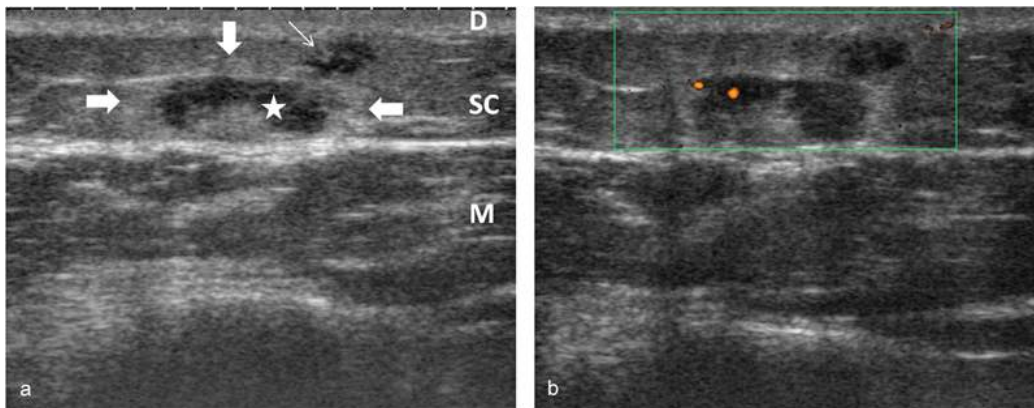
Kyste épidermoïde rompu. Jeune femme de 18 ans, nodule connu de longue date, mais récemment modifié et douloureux depuis une semaine. Coupe axiale, sans (a) et avec Doppler énergie (b). Formation superficielle polylobée (astérisque) raccordée au derme (flèche), liquidienne (hypoéchogène, renforcement postérieur), avec couronne hyperéchogène légèrement vascularisée (flèches pleines). Sc : tissu sous-cutané ; M : muscle.
